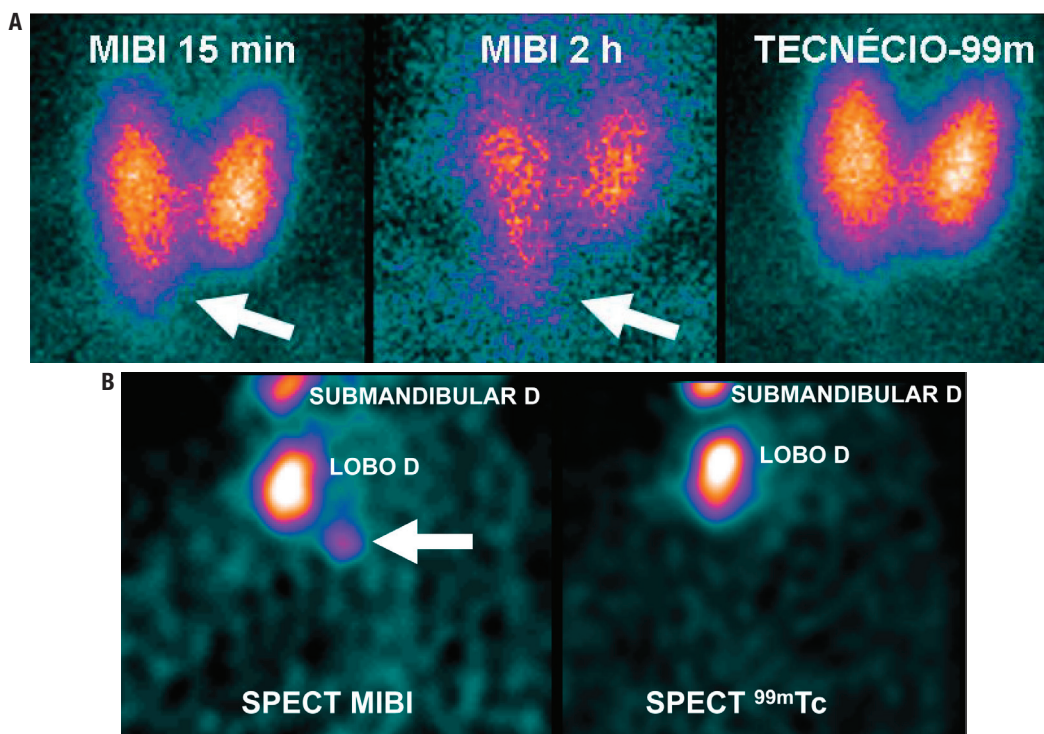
Caso 3A. Feminino, 69 anos; CA: 10,2 mg/dL (8,6-10,3 mg/dL); CAION: 1,41 mmol/L (1,11 a 1,40 mmol/L); PTH: 185 pg/mL (10-65 pg/mL); cintilografia: positiva polo inferior direito (ver setas). Evolução pós-paratiroidectomia: CA: 8,4 mg/dL (8,6-10,3 mg/dL); CAION: 1,09 mmol/L (1,11 a 1,40 mmol/L); PTH: 43 pg/mL (10-65 pg/mL). Caso 3B. Corte sagital. Captação posterior e inferior ao lobo tireoidiano direito (ver seta). Ausência de captação no SPECT com ^{99m}Tc.
